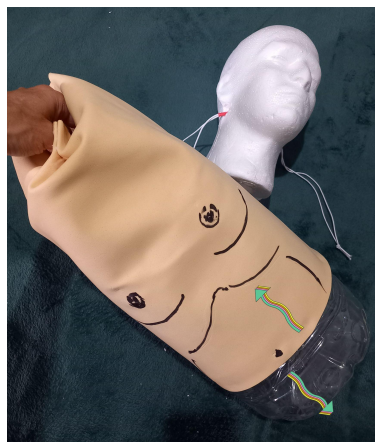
Soltar totalmente o elástico das alças que prendem a cabeça à garrafa PET.
